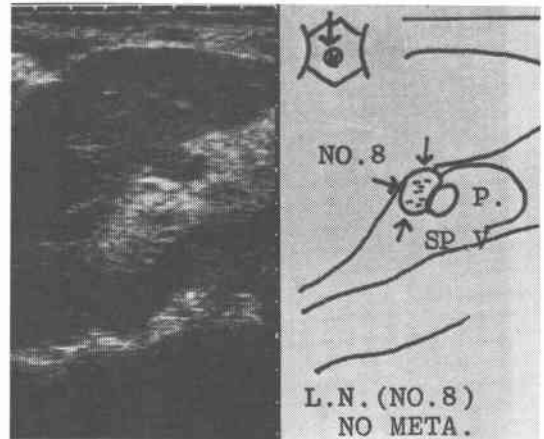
type 3のリンパ節超音波像(症例(4))(矢状面)
